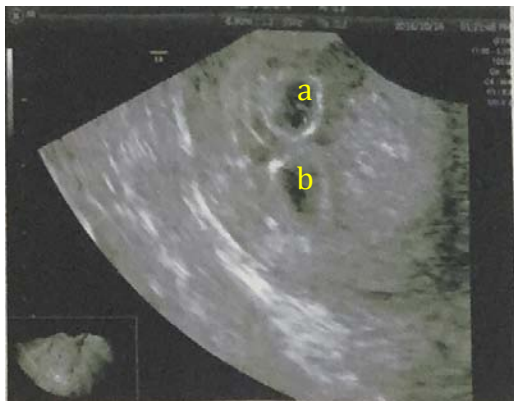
孕5周时超声影像，宫内可见两个孕囊（a、b）
